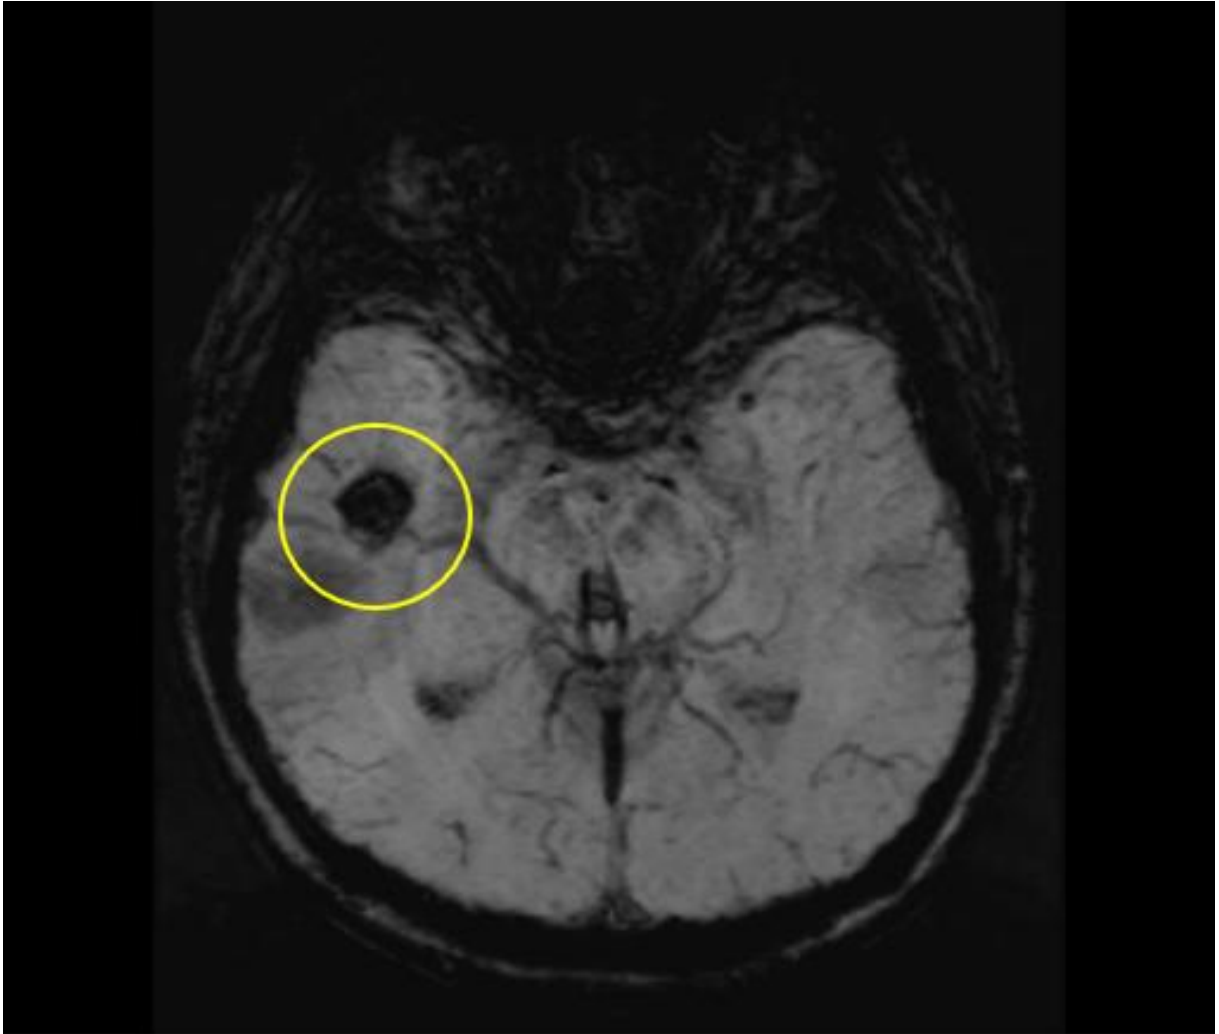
Preoperační zobrazení pravé lobární CM na MRI (T2-WI). Databáze NCHK 1. LF UK a ÚVN Praha, data o pacientech zůstávají anonymní.
